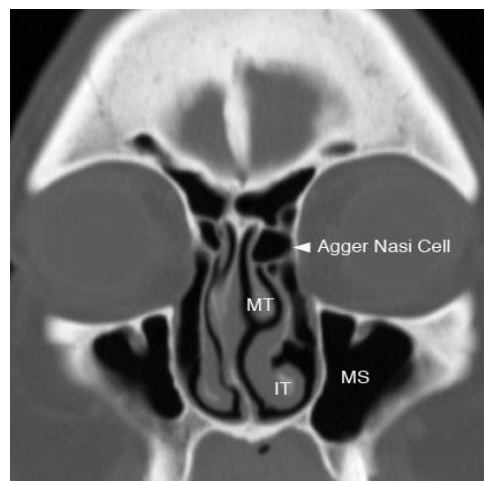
TAC Senos Paranasales. Corte coronal. Seno maxilar (MS). Cornete inferior (IT). Cornete medio (MT).
